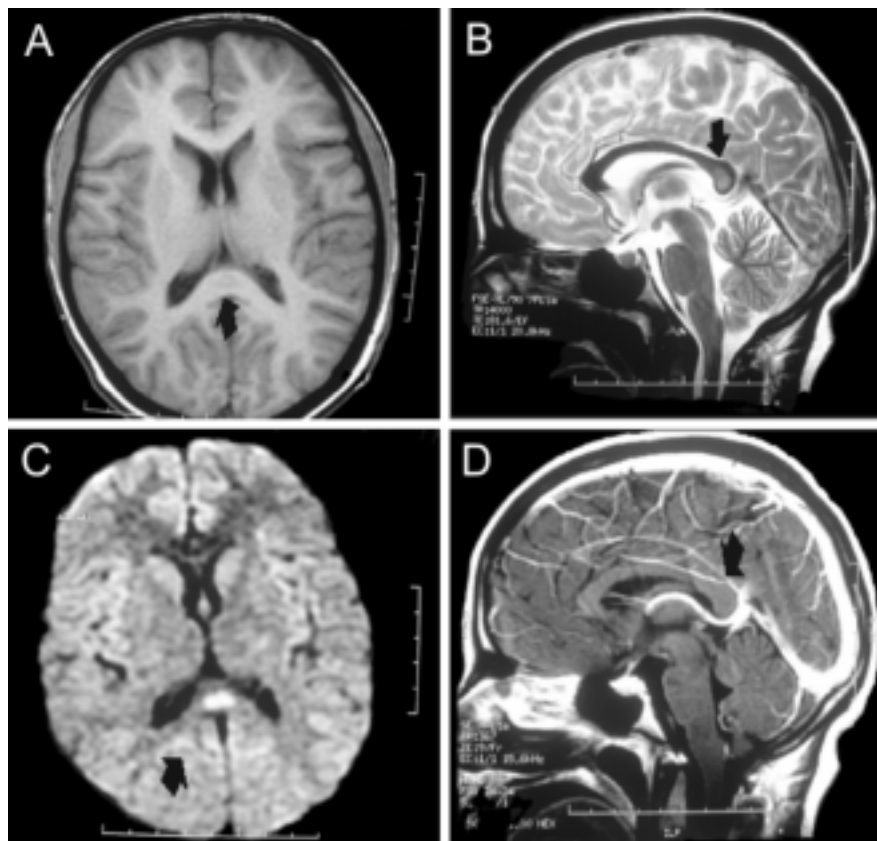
Resonancia magnética de cráneo con lesión aislada, ovoidea y homogénea en el esplenio del cuerpo calloso (A-D), hiperintensa en T2 (B) y en la técnica de difusión restringida (C), sin reforzamiento a la aplicación de gadolinio (D).
